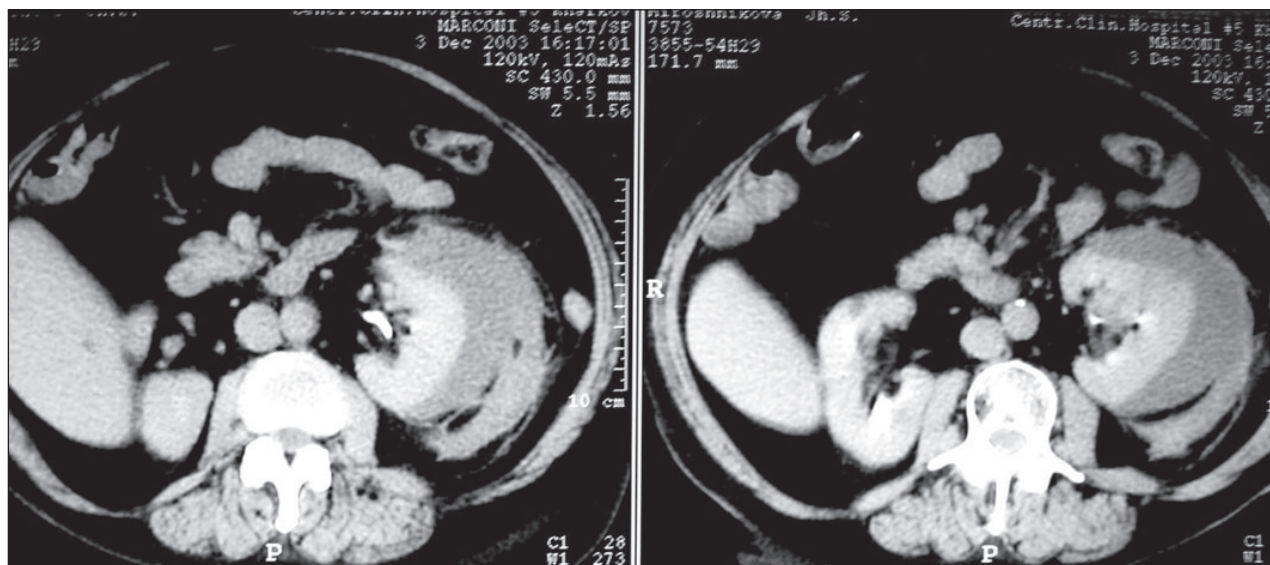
Компьютерная томография. Посттравматическая околопочечная гематома слева
